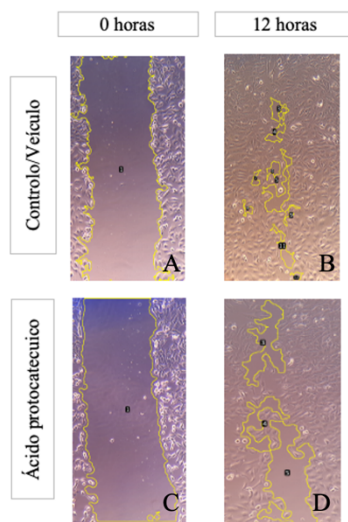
Determinação da área de fecho da ferida das células 786-O, através do software *ImageJ*®, *Fiji* com o plugin MRI ferida cicatrização. A- Controlo às 0 h; B- Controlo às 12 h; C- Células expostas ao ácido protocatecuico às 0 h; D- Células expostas ao ácido protocatecuico às 12 h.
